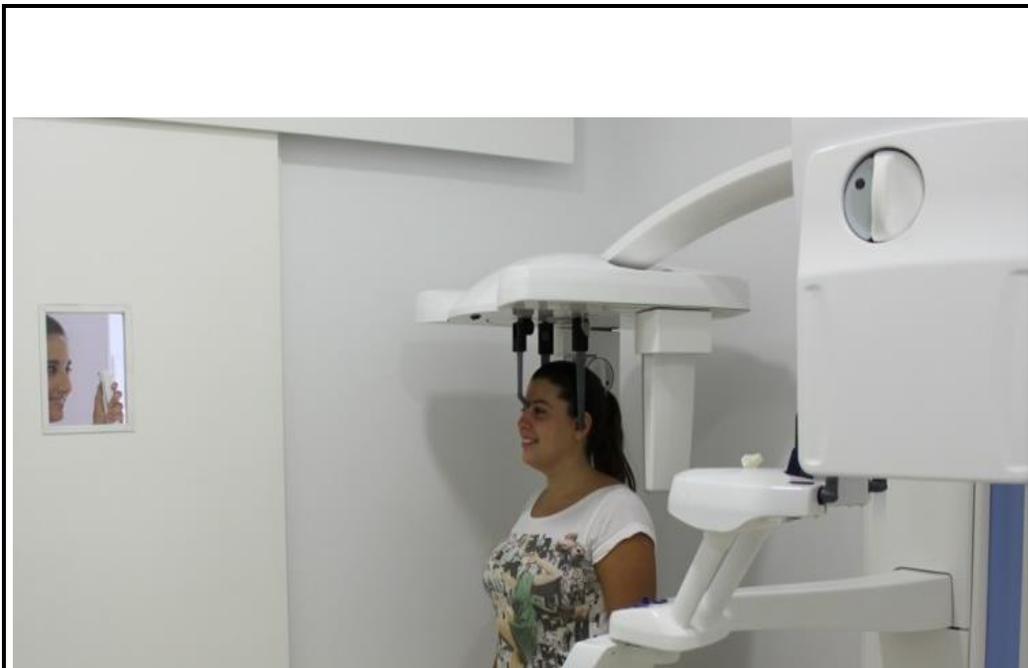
Toma de telerradiografía al paciente.
